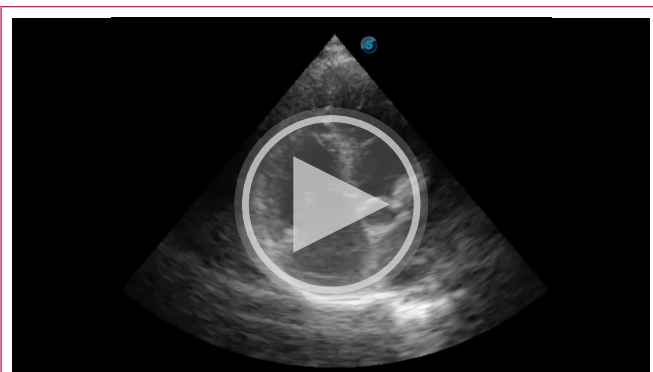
Visualización del electrodo del marcapasos temporal en aurícula derecha mediante ecocardiografía transtorácica. Imagen obtenida desde ventana apical de cuatro cámaras con enfoque a cavidades derechas. Se identifica el electrodo del marcapasos temporal ingresando a la aurícula derecha y avanzando hacia el ventrículo derecho. La visualización en tiempo real permite confirmar el trayecto adecuado del electrodo, optimizar su posicionamiento y prevenir malposiciones.
